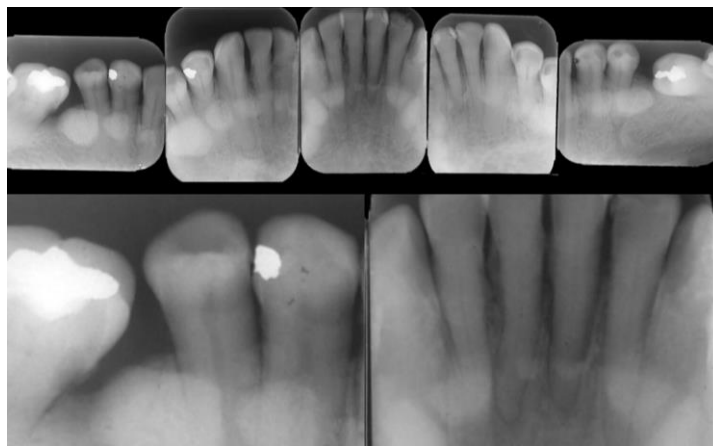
radiografías periapicales donde muestra masas radiopacas múltiples, de bordes algo definidos, bilaterales, ubicadas a nivel periapical e interradicular, de premolar a premolar (exostosis).
